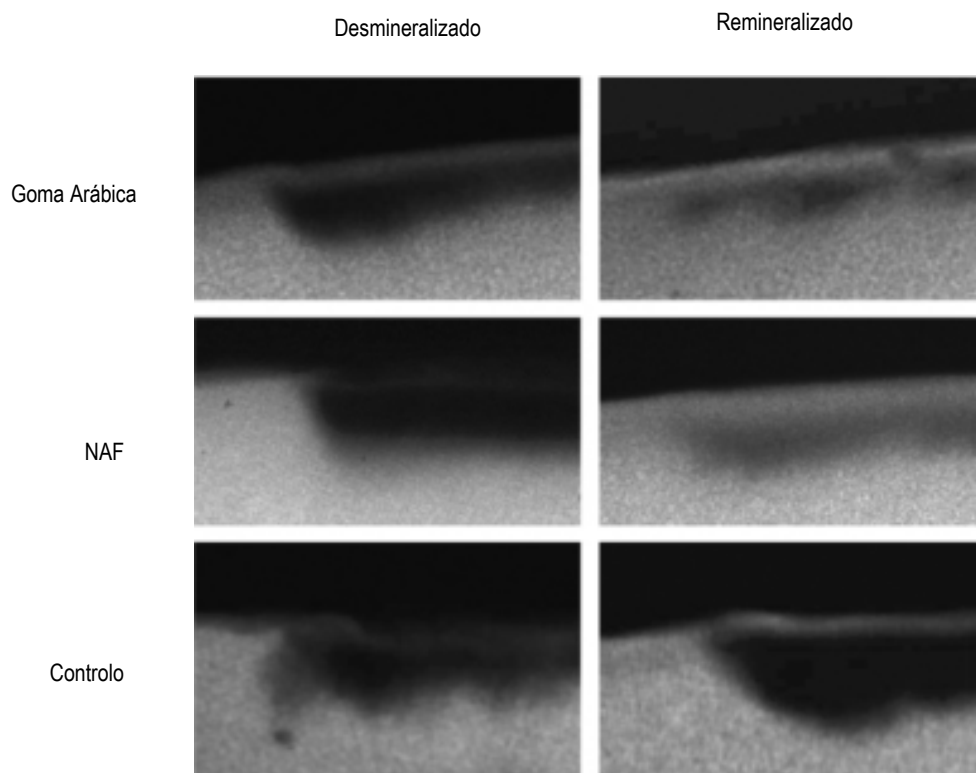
Microradiografia do esmalte desmineralizado (esquerda) e após remineralização (direita) (Adaptado de Onishi et al., 2008).
